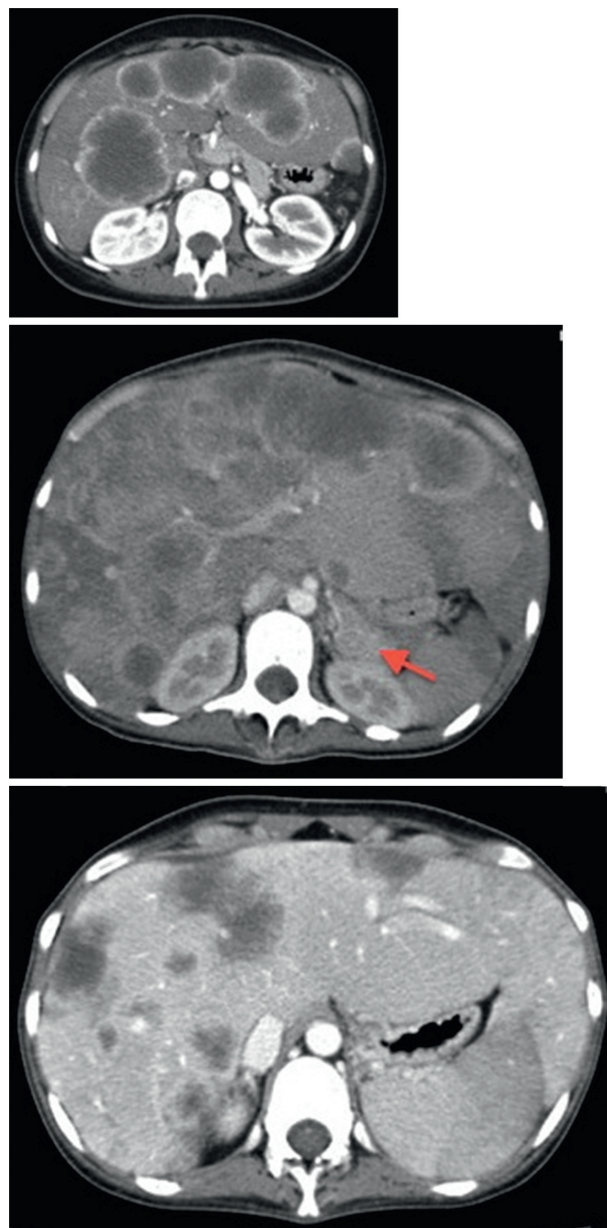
Imagens de TC toracoabdominopélvica com contraste endovenoso, mostrando metastização hepática exuberante – nódulos espontaneamente hipodensos, de diâmetro variável até 75 mm, com anel de hipercaptação periférico sugestivo de necrose central. A seta aponta para o tumor primário a nível da cauda do pâncreas. A última imagem mostra a regressão das lesões em fase pós-quimioterapia.
